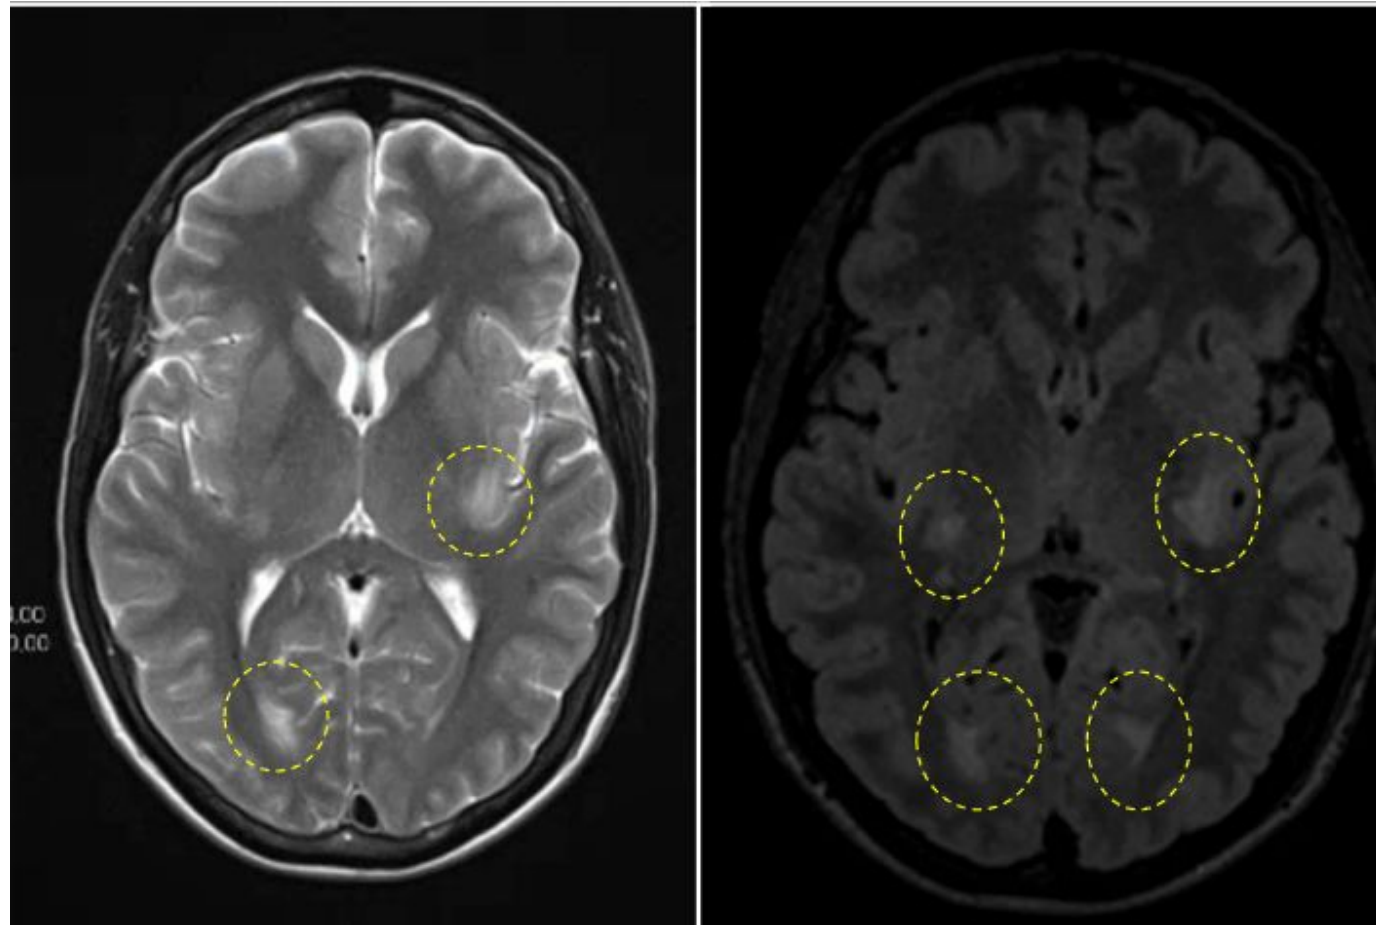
Mismo paciente. Se muestran lesiones hiperintensas multifocales en T2 y T2-FLAIR en la sustancia blanca supratentorial y los ganglios basales (círculo amarillo).
